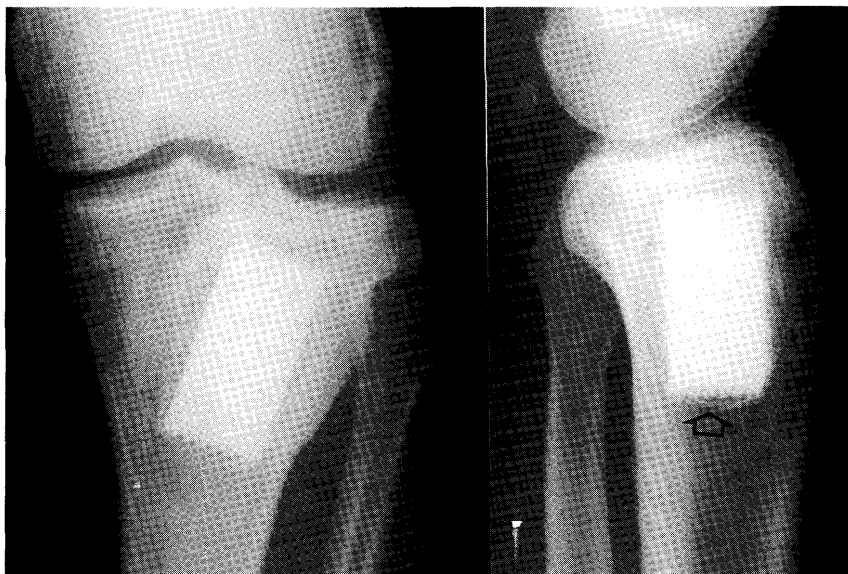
症例2 術後3年のX線像。人工骨は周囲の海綿骨と結合している。骨折部の骨癒合は完成している。
